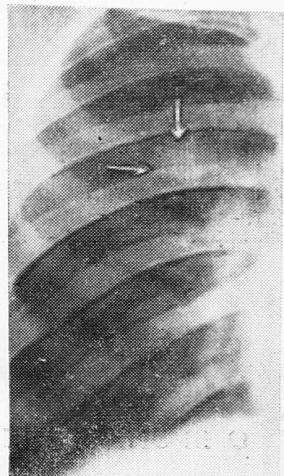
Обзорная рентгено-грамма грудной клетки. Стрелкой указана гамартома.
